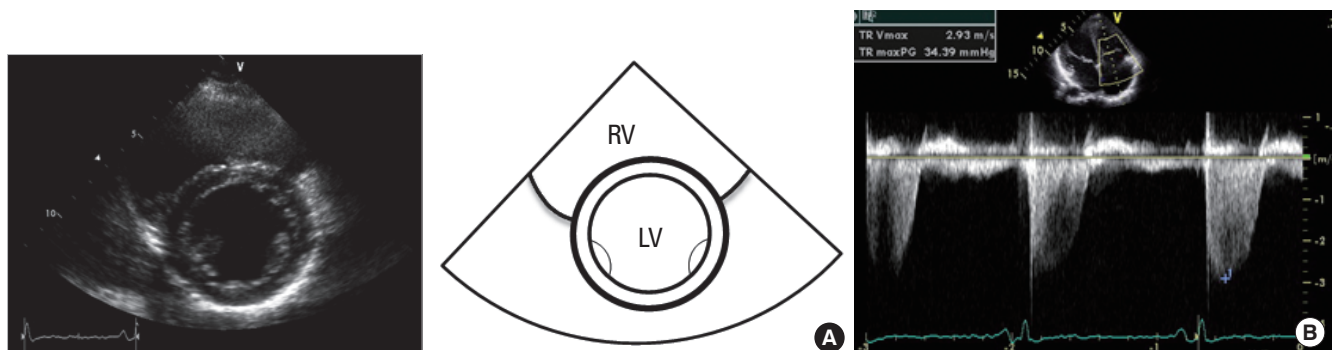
Follow-up echocardiography after proper treatment of hyperthyroidism and pulmonary arterial hypertension. A. The D-shape of left ventricle (LV) was nearly disappeared. B. Peak systolic pulmonary artery pressure decreased from 74.6 mmHg to 49.39 mmHg. RV, right ventricle.
